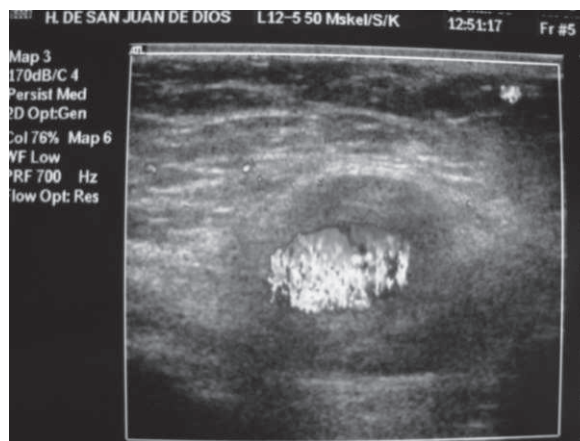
flujo sanguíneo en modo doppler.
